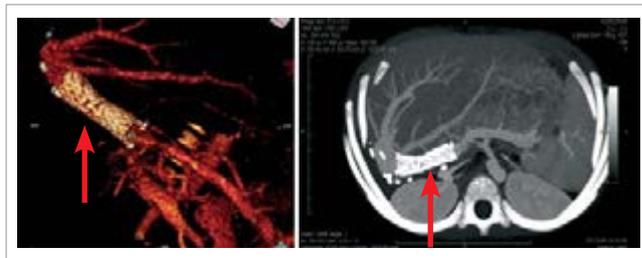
Мультиспиральная КТ-ангиография, выполненная после стентирования (стенн помечен стрелкой)
